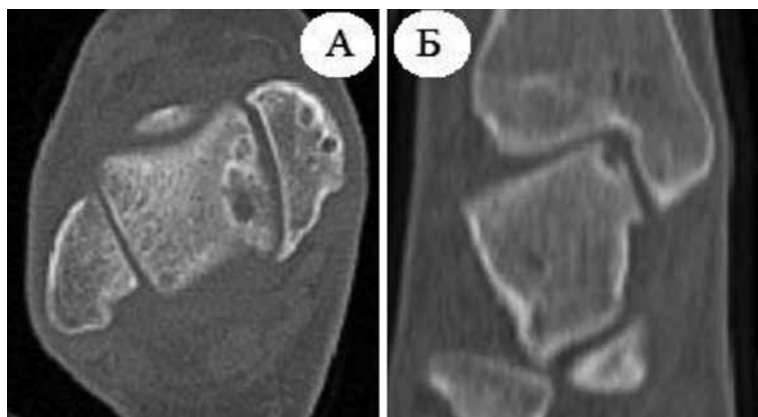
МСКТ голеностопного сустава пациента Б. 16 лет через 6 месяцев после остеохондропластики медиальной поверхности блока ТК с использованием ОХАТ из преахиллярной зоны пяточной кости. А – аксиальный, Б – коронарный срезы. Стабильная фиксация ОХАТ в медиальной поверхности блока ТК, частичная резорбция ОХАТ, деформирующий остеоартроз ГС 1 степени
